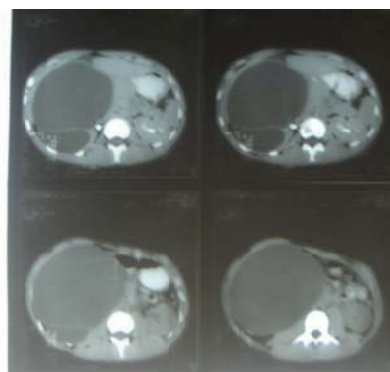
Tomografie computerizată. Chist renal gigant
